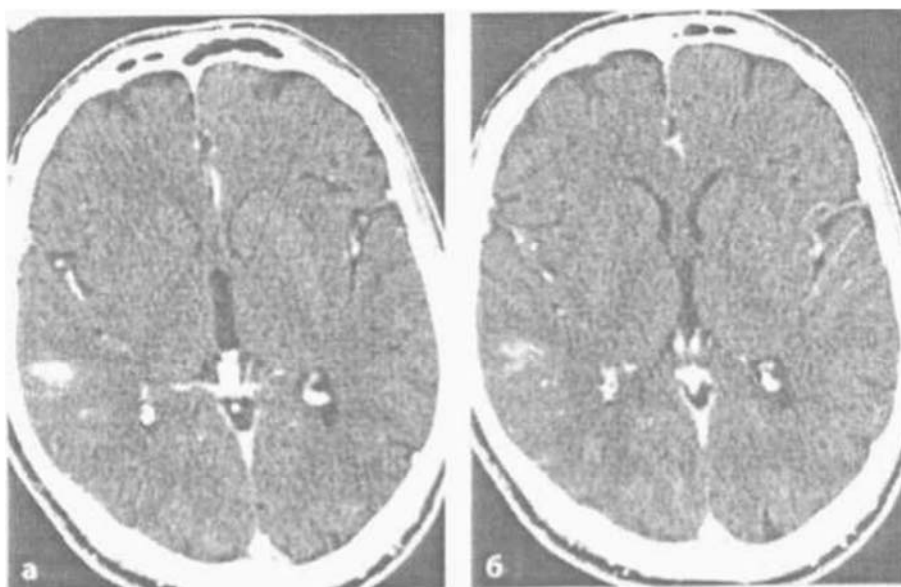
КТ. Первинна пухлина мозку (а, б). На КТ-зрізах представлена первинна пухлина мозку, яка проявляється тільки малою не чітко окресленою ділянкою накопичення контрастної речовини в правій тім'яній частці.
